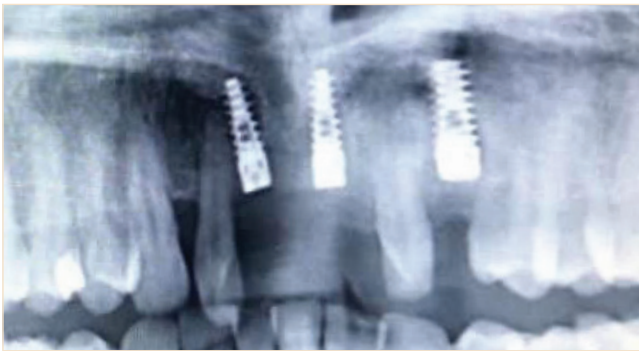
Radiografia pas vendosjes së implanteve dentare.
